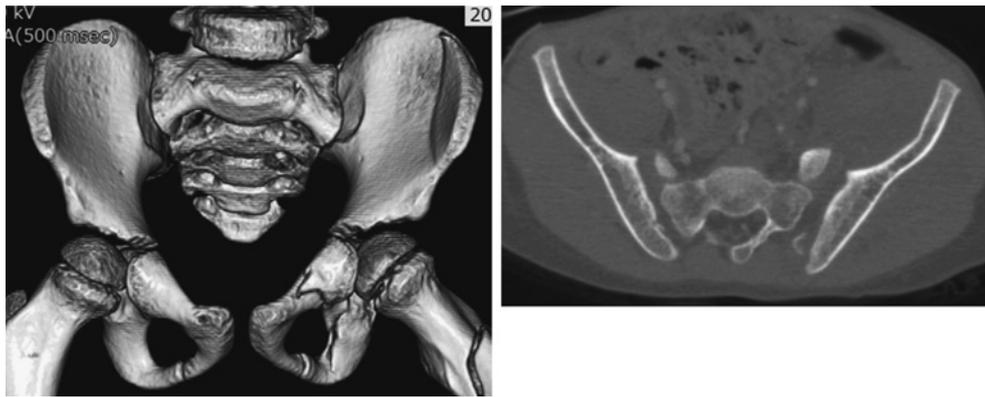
症例1：受傷時 CT 画像. 左：3D 像, 右：横断像.
